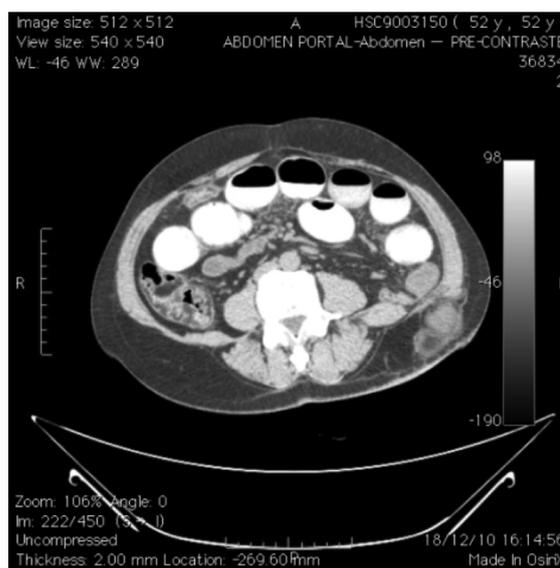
Tomografia com distensão de alça de delgado, níveis hidroaéreos e presença de alça em TCSC.
